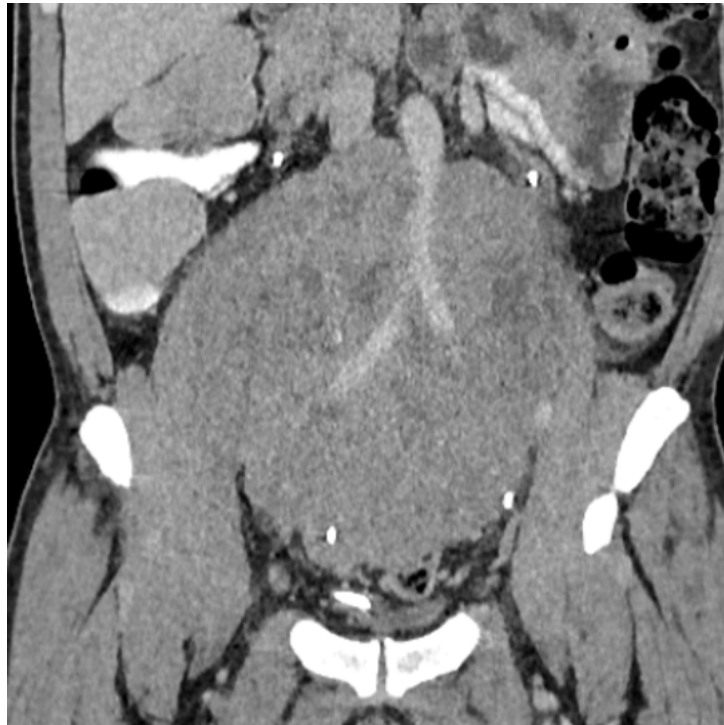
TAC abdominopélvica corte coronal; retroperitoneo masa tumoral con densidad de tejidos blandos de aspecto sólido, contornos lobulados envuelve los grandes vasos (aorta, vena cava y arterias iliaca interna y externa, así como a los uréteres de 18x11x18cm.
